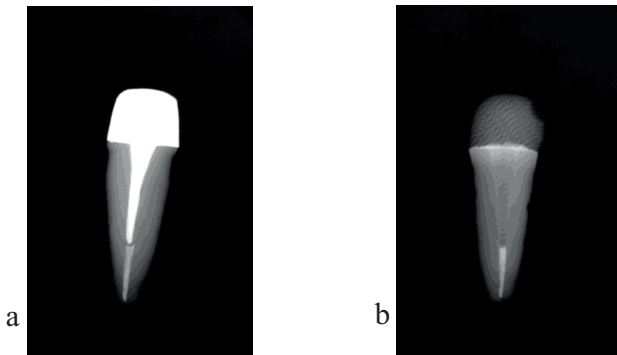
a) Röntgenbild mit eingesetztem, konventionell gegossenem Stiftaufbau zum Zeitpunkt T0, b) Röntgenbild mit eingesetztem, digital gefrästem Stiftaufbau zum Zeitpunkt T0.
